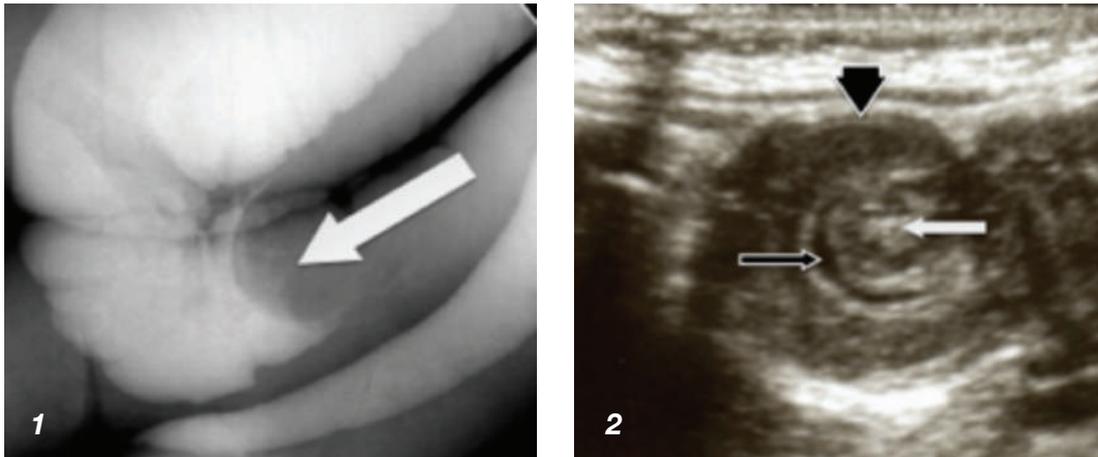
(1) Estudio baritado (colon por enema), defecto de llenado en forma de copa (cup shaped sign). El uso de este método para aumentar la presión intraluminal y presionar la cabeza de la invaginación hacia proximal se conoce como desinvaginación no quirúrgica. muy utilizada en pediatría pero poco útil en adultos. (2) Ultrasonido, “signo de tiro al blanco”, nótese la escasa cantidad de líquido (flecha negra) entre el asa invaginante (cabeza de flecha) e invaginada (flecha blanca).
